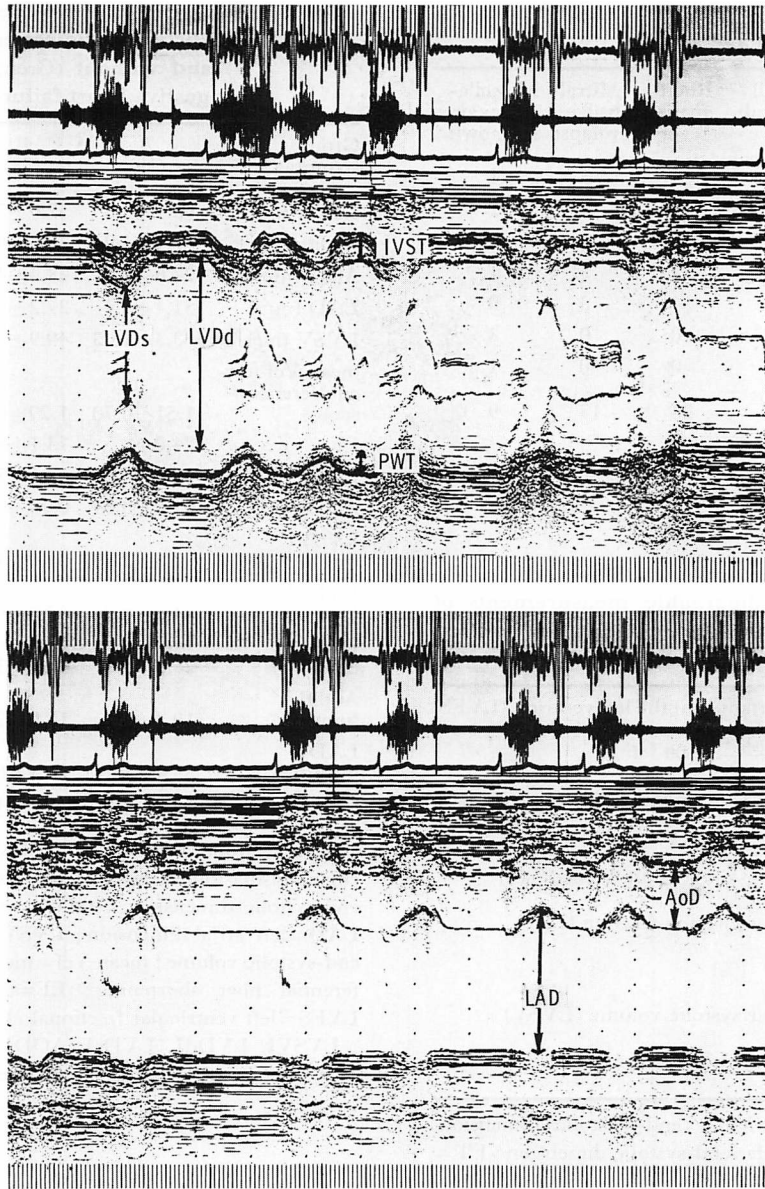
M-mode echocardiographic scan of the heart demonstrating left ventricular measurements (continuous tracing).
